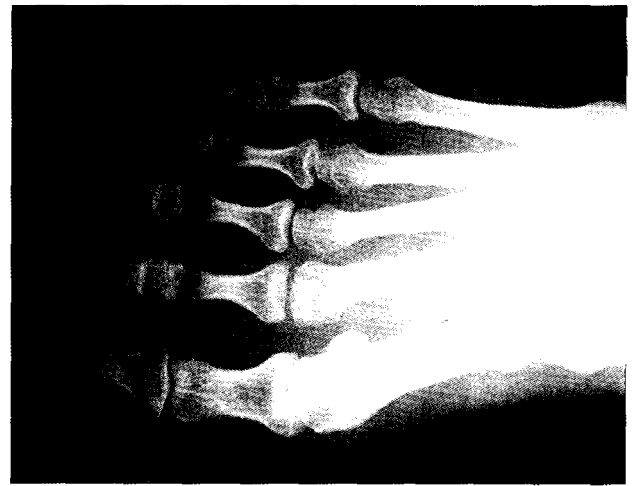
A radiograph at postoperative 18 months shows cleared joint space.
